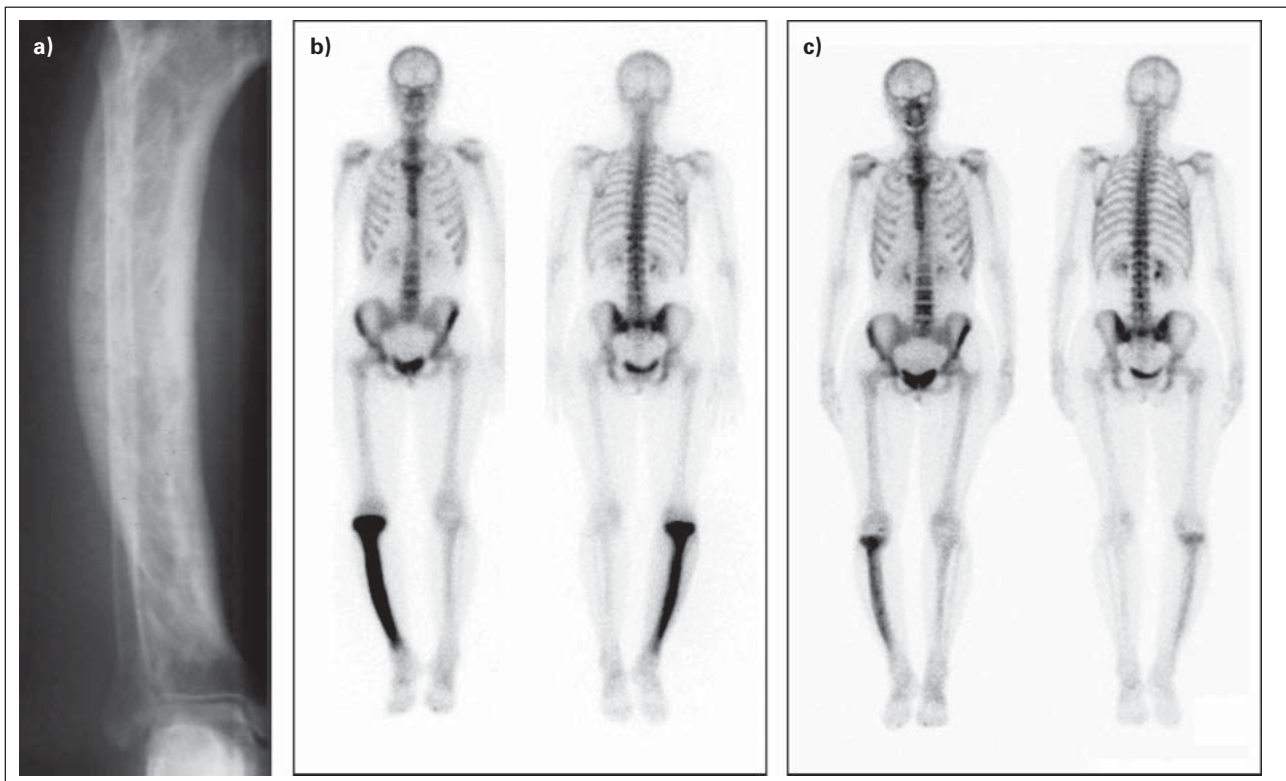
(a) Röntgen des rechten Unterschenkels mit PD der rechten Tibia: säbelförmige Verkrümmung und überwiegend sklerotische Veränderungen (sklerotisches Stadium). (b) In der initialen Knochenszintigraphie zeigt sich eine deutliche Mehrspeicherung in der rechten Tibia, weitere hypermetabole Herde im Ganzkörperszintigramm sind nicht darstellbar (monostotischer PD). (c) Nach Bisphosphonattherapie stellt sich eine deutliche verminderte Traceranreicherung in der Knochenszintigraphie dar. Mit freundlicher Genehmigung des Springer-Verlages Wien aus: [Mikosch P. Die Knochenszintigraphie in der Diagnostik metabolischer Knochenkrankungen. Wien Med Wochenschr 2004; 154: 119–26].
